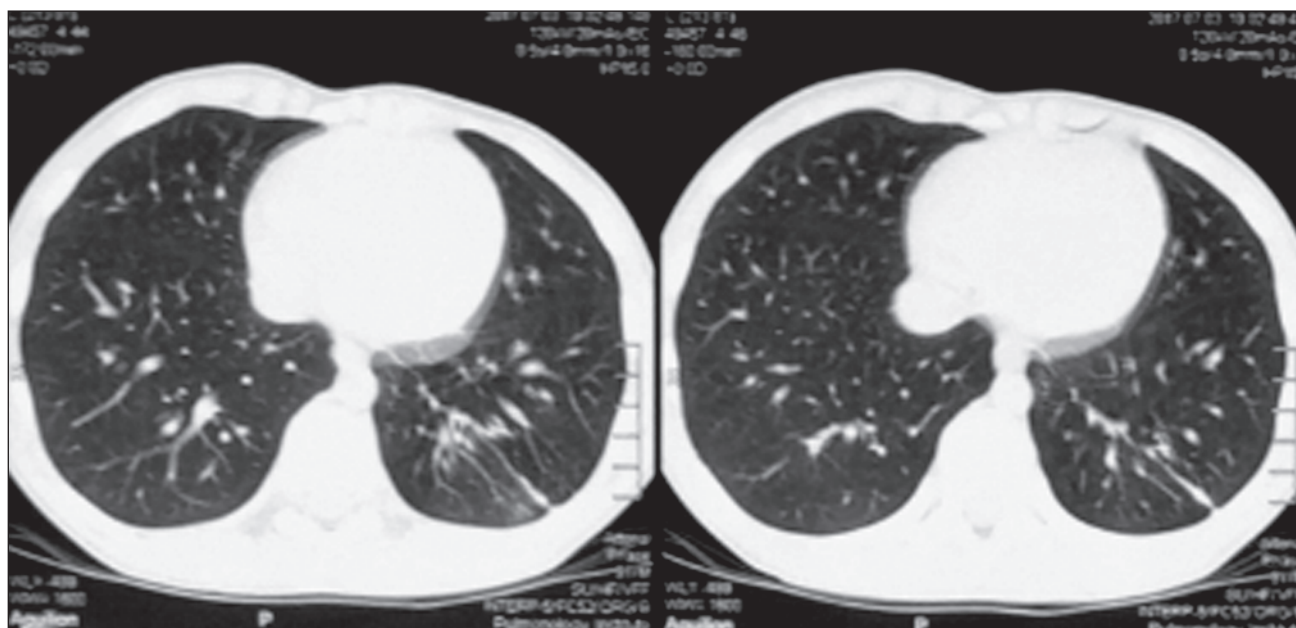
МСКТ (03.07.2017): КТ-ознаки постзапального фіброзу зліва в нижній частці зі сформованими бронхоектазами. Порівняно з КТ-обстеженням від 01.06.2017 позитивна динаміка
